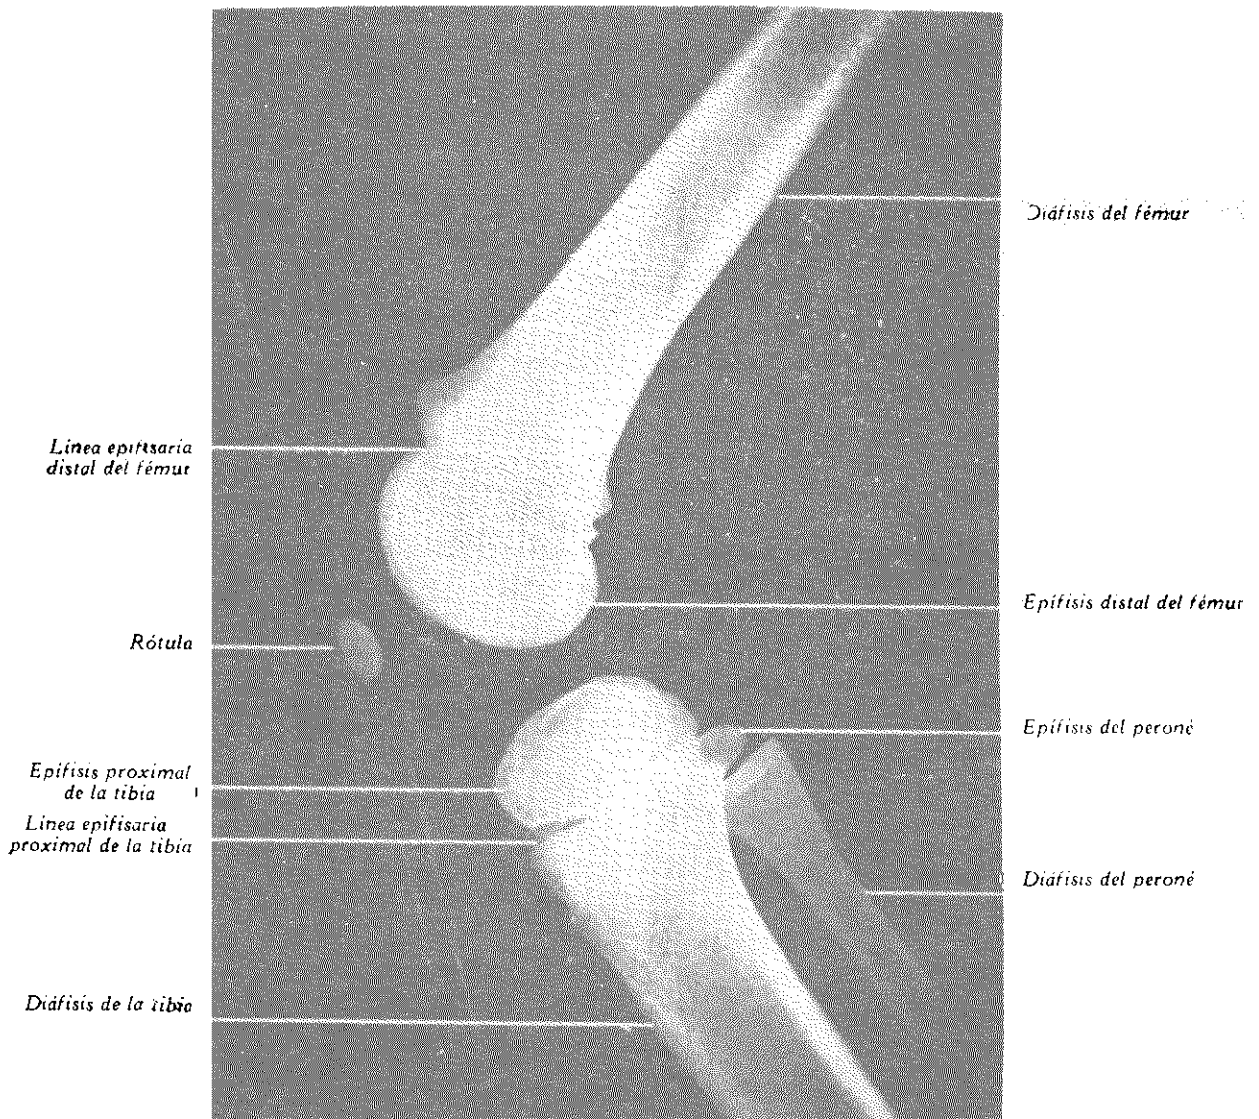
RADIOGRAFÍA LATERAL DE RODILLA FLEXIONADA EN NIÑO DE 5 AÑOS.
